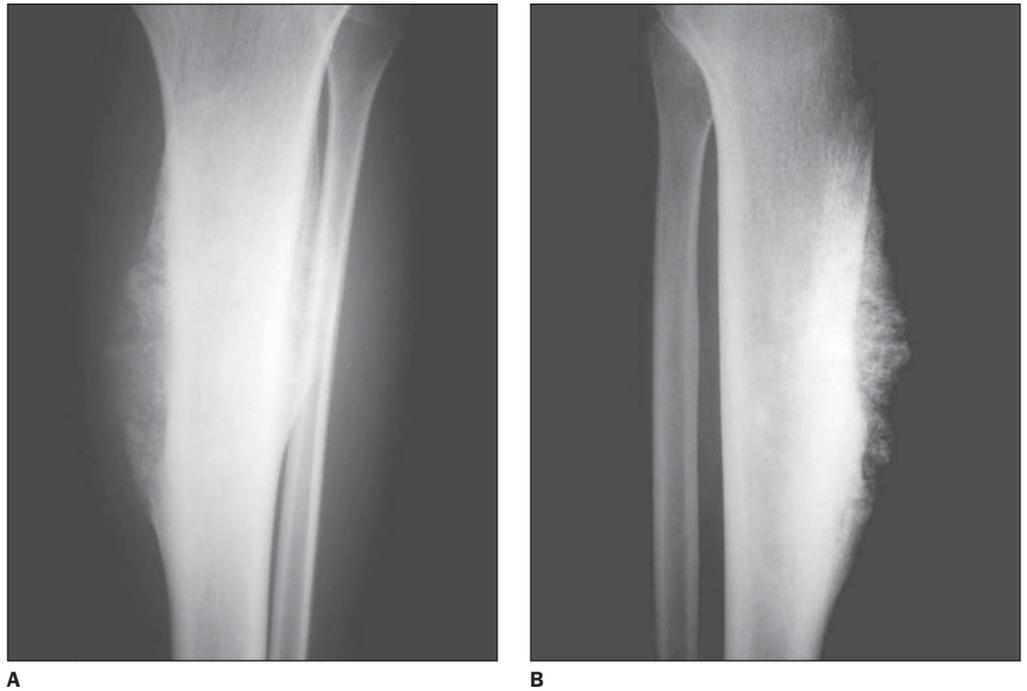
Radiografia simples em ântero-posterior (A) e perfil (B).
